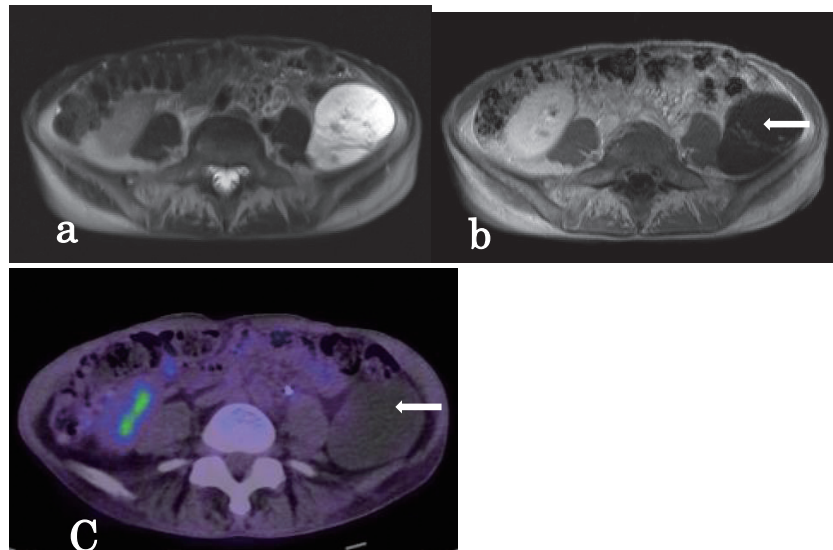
Magnetic resonance imaging shows the retroperitoneal tumor to consist mainly of a cystic component. T2-image shows that the tumor is slightly heterogeneous inside (a), and the wall is partially enhanced (white arrow)(b). Positron emission computed tomography shows slightly accumulation in the retroperitoneal tumor (white arrow)(C).
